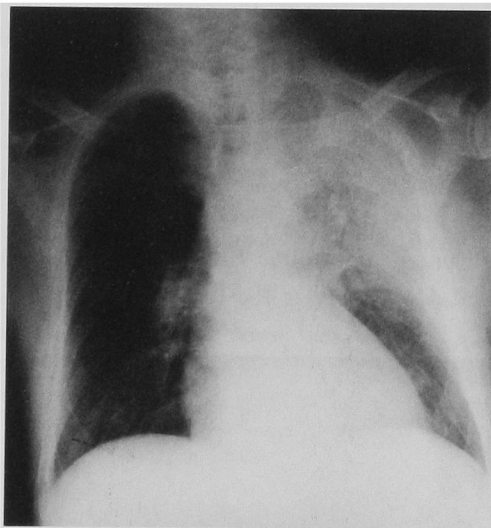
A. Chest radiograph of the patient on the 3rd hospital day.
